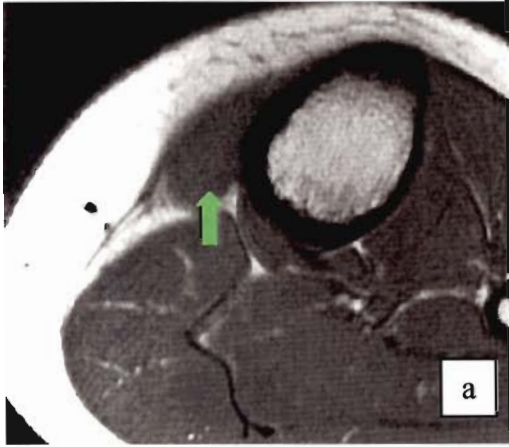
(cas 2) : IRM avec coupe axiale T1 passant par le pôle inférieur de la lésion (a), axiale (b) et frontale (c) T1 fatsat après injection de gadolinium.
